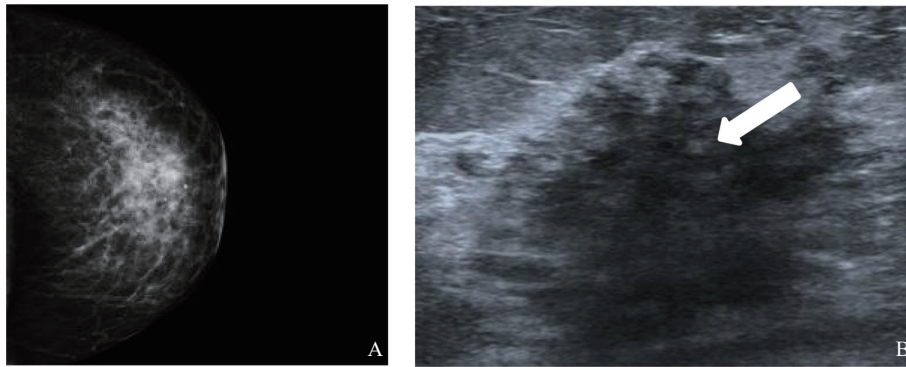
左侧乳腺癌患者的乳腺X线摄影及常规超声图像
